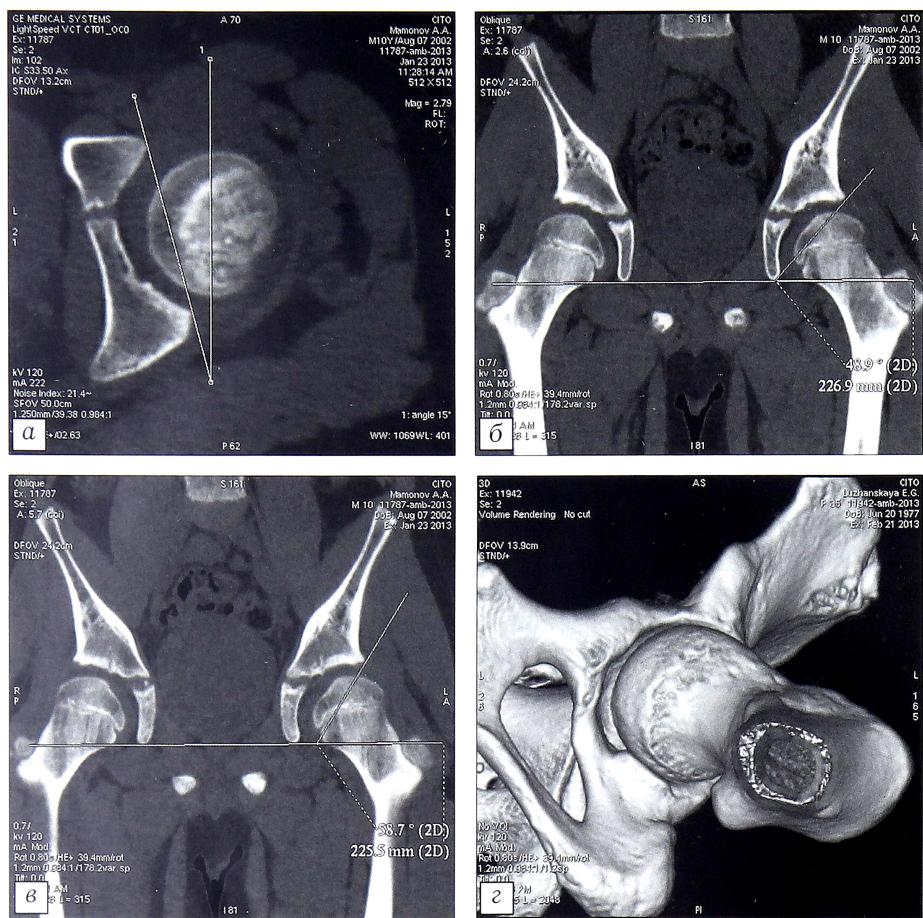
Рентгенометрия вертлужной впадины.
